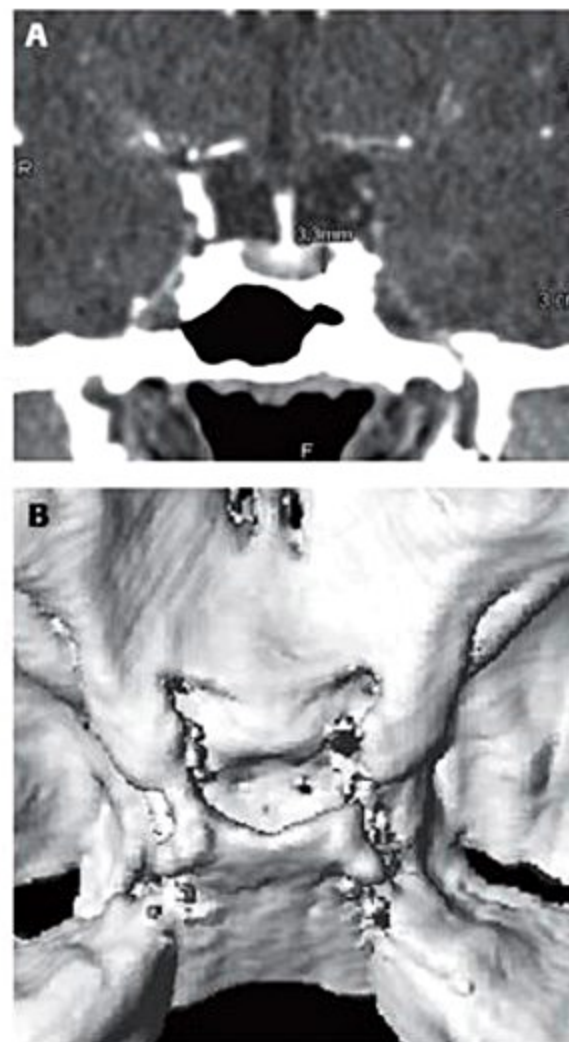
(A) TC *multislice*. Aquisição axial com 0,6 mm de espessura e reformatação multiplanar coronal pós-contraste. Observar que a qualidade de reformatação é comparável à aquisição coronal direta. Há um pequeno microadenoma com contrastação menor que o restante do parênquima glandular. (B) Reconstrução 3D das paredes ósseas selares.
